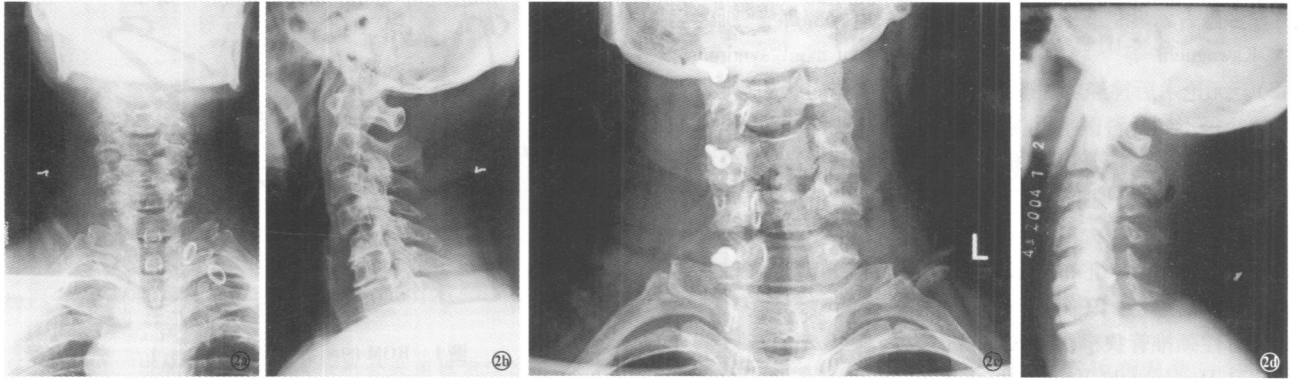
男, 42岁, 颈脊髓压迫, 用锚定法治疗 2a 术前正位 X线片 2b 术前侧位 X线片 2c 术后正位 X线片 2d 术后侧位 X线片
